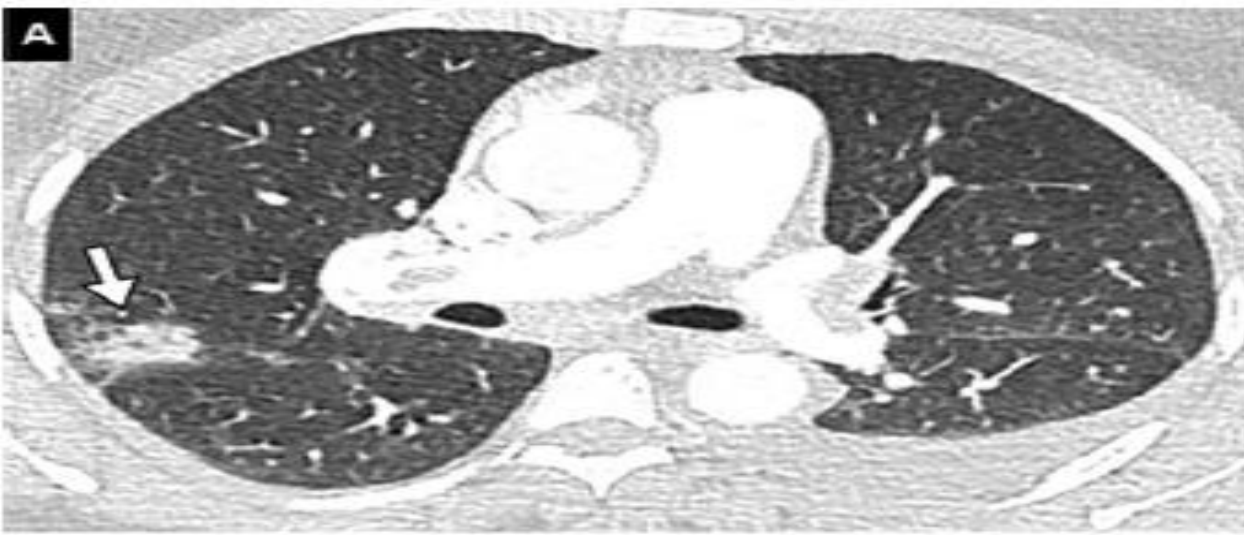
36-year-old woman positive for COVID-19 and pulmonary embolism. CT pulmonary angiography images in the axial (A, B) and coronal (C, D) planes show typical peripheral ground-glass areas related to COVID-19 pneumonia (arrows) and bilateral proximal pulmonary embolism (arrowheads).
